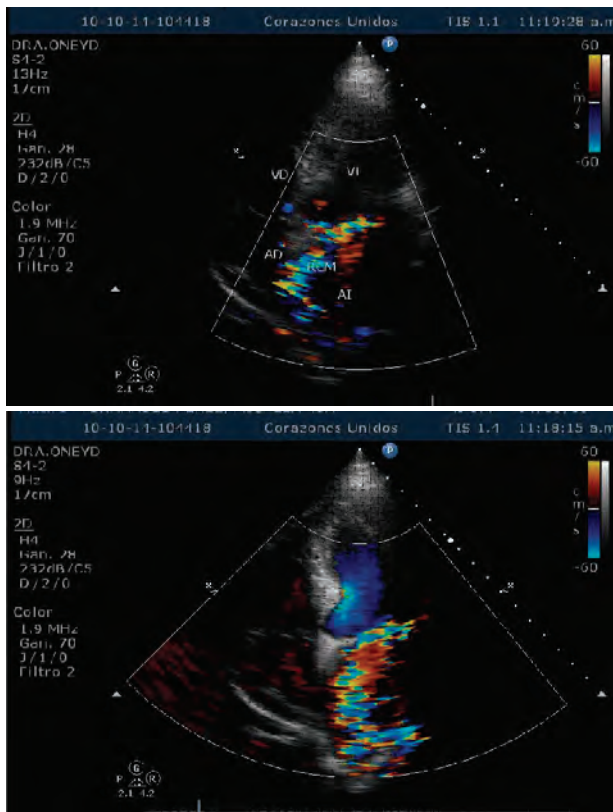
Vista apical 4 cámaras de un paciente con insuficiencia mitral severa de etiología reumática con mosaico excéntrico dirigido hacia el tabique interauricular (Efecto Coanda) que ocupa casi el techo de aurícula izquierda. VI: ventrículo Izquierdo, AI: aurícula izquierda, VD: ventrículo derecho, AD; aurícula derecha, M: valvula mitral
